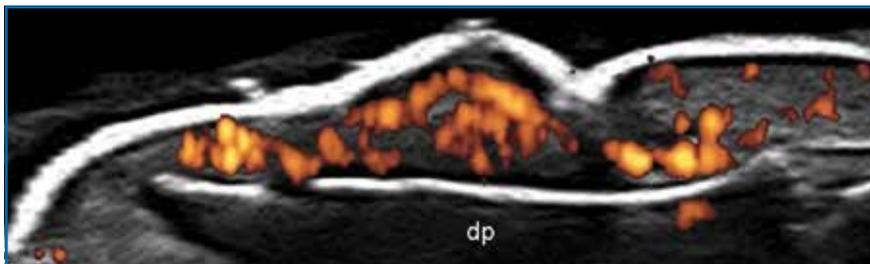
L'échographie montre un psoriasis en activité (grâce au Doppler en couleur). Il existe un épaissement du lit unguéal et une perte de la définition de la partie ventrale de la tablette. dp = phalange distale. (coll. X. Wortsman, Chili).
